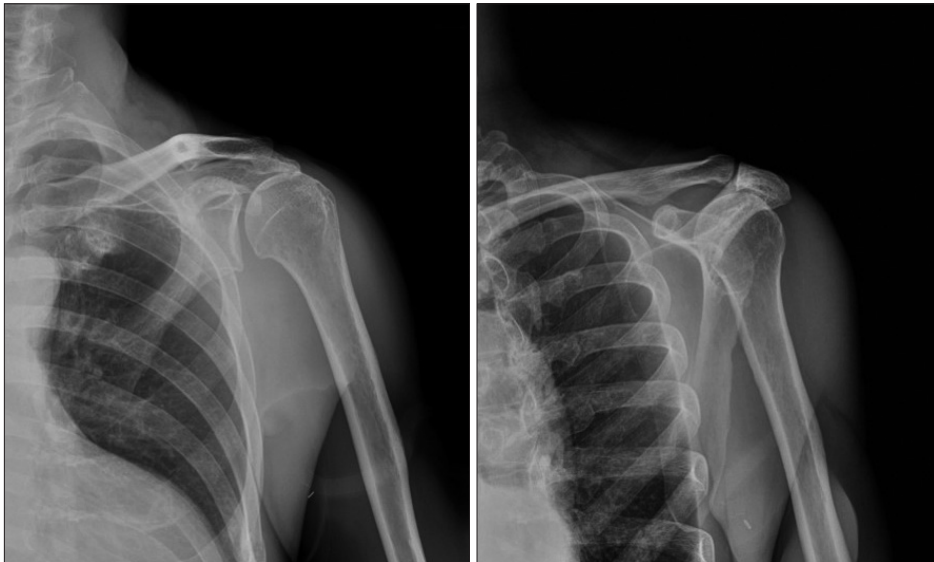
Plain radiographs showing the subacromial spur, proximal humeral migration and reduced acromiohumeral interval.
